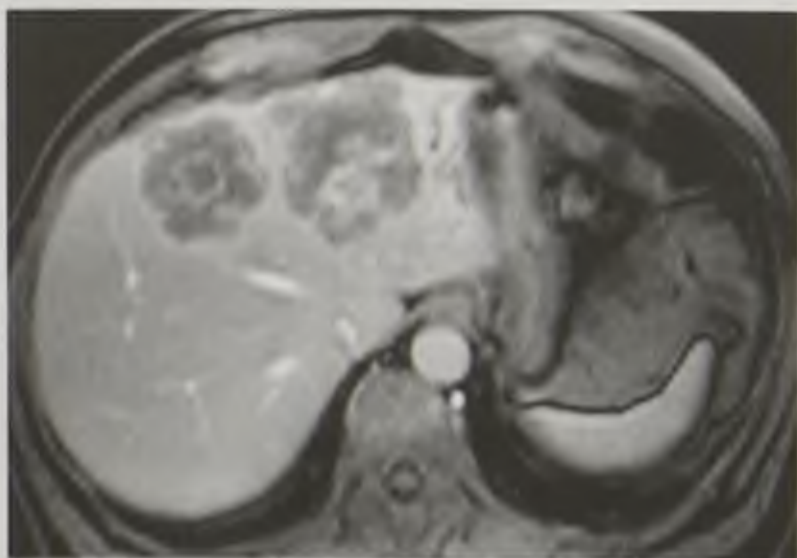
Магнитно-резонансная томограмма, Т1-взвешенное изображение с контрастированием. Метастазы злокачественного новообразования в печень
